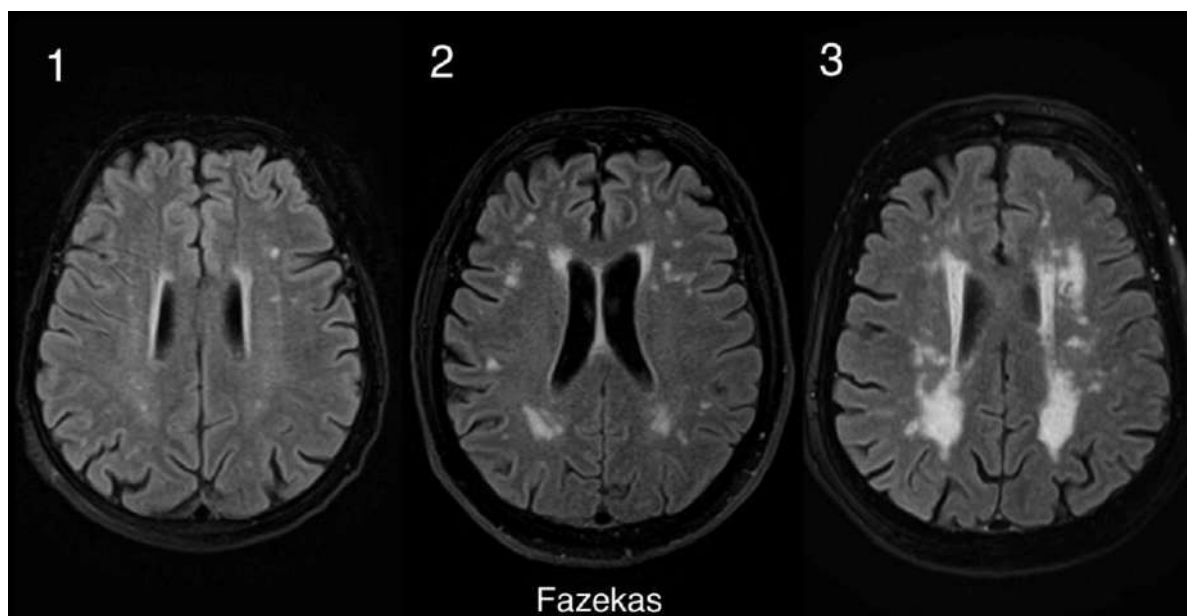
Аксиальные изображения головного мозга (FLAIR ИП). Стадии по визуальной шкале Fazekas 1, 2 и 3
